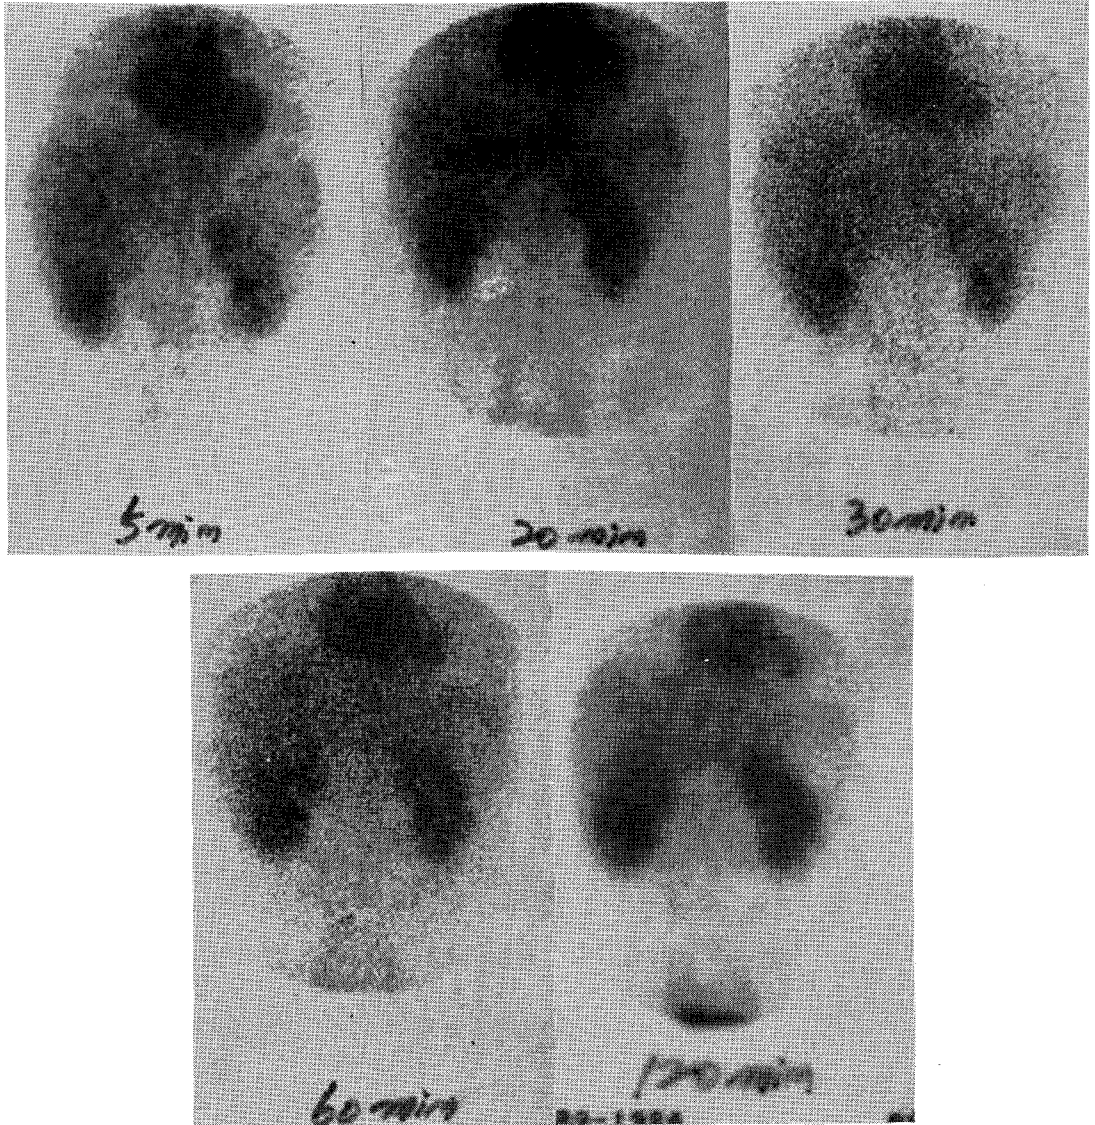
39 years old male, Hepatitis. ^{99m}Tc -DISIDA hepatobiliary scintigraphy show nonvisualization of biliary excretion till 120min, more increased activity of cardiac blood pool and both kidneys than liver, and moderate (++) renal excretion.
